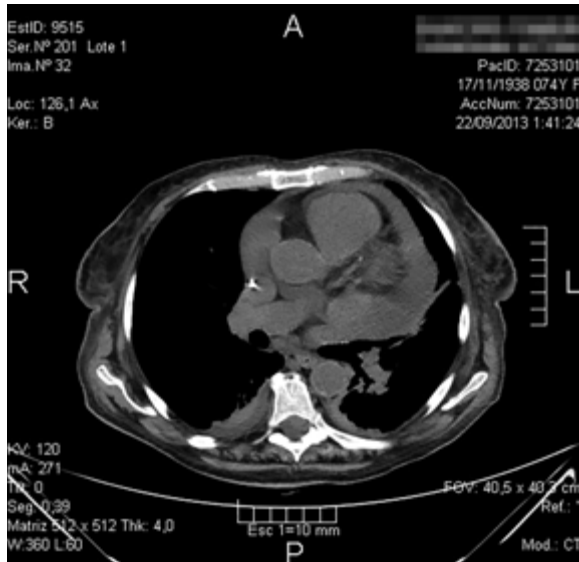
Derrame pericárdico severo en tomografía multicorte de tórax.
